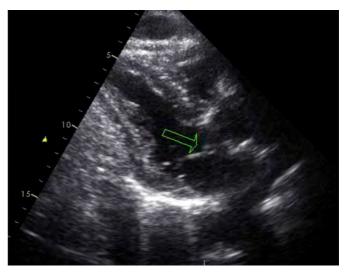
Ecocardiograma transtorácico de controlo. A seta aponta para uma formação sugestiva de vegetação de menores dimensões.
